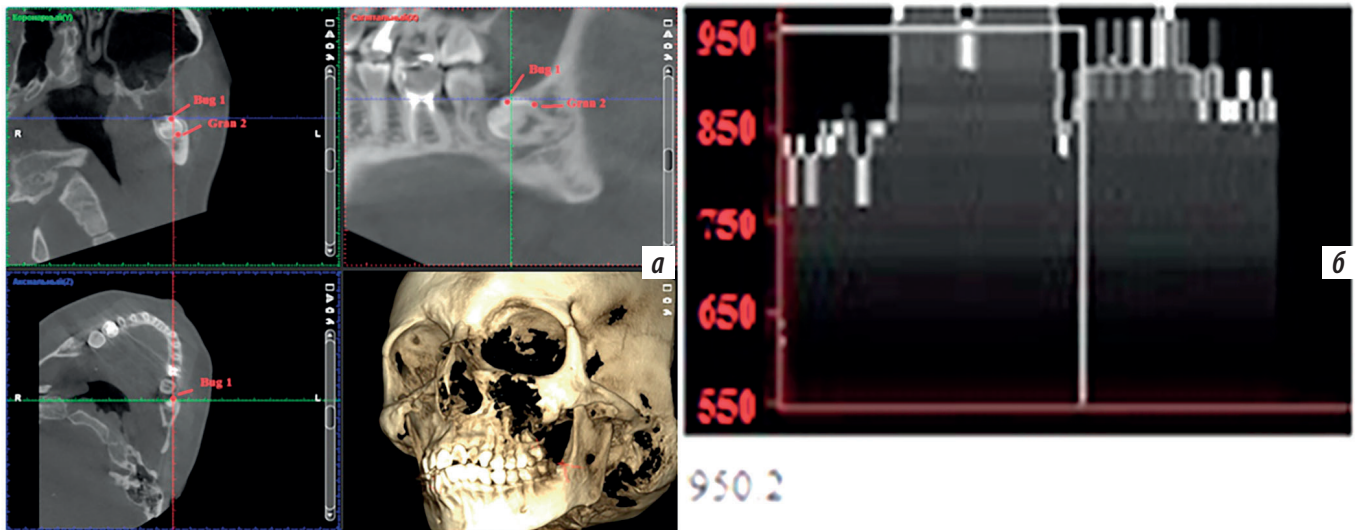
Компьютерная томография зуба 3.8 в 51—60 лет у пациентов без ДСТ: а — ориентиры определения оптической плотности зуба 3.8 в 51—60 лет без ДСТ; б — участок КТ-денситометрической плотности минерального компонента 3.8 зуба в 51—60 лет у пациента без ДСТ
